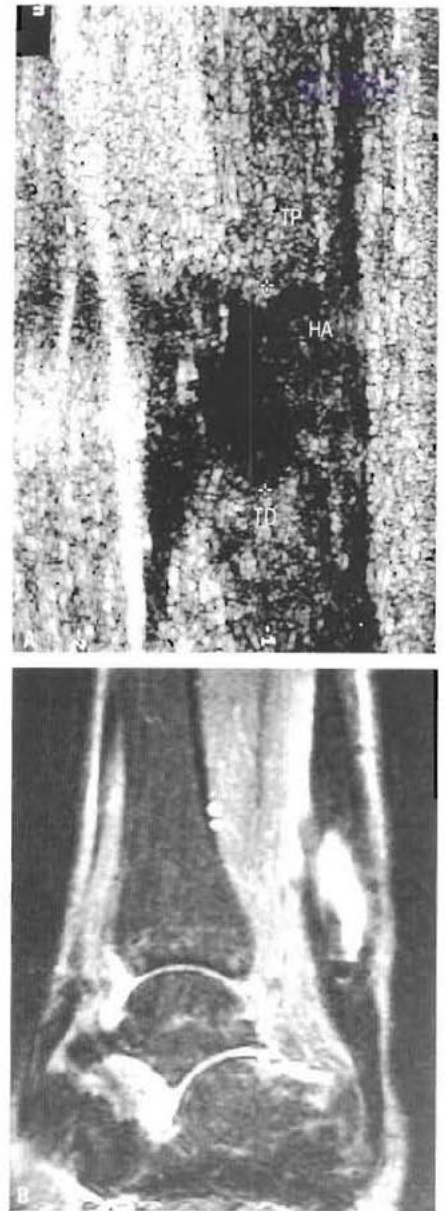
Rupture du tendon d'Achille. (A) Échographie. Le tendon normal est hyperéchogène (blanc), tandis que la solution de continuité, remplie de sang, est anéchogène (noir). Avec l'aimable autorisation du Dr P. O'Donnell. (B) Coupe sagittale de la cheville en IRM avec suppression de graisse, montrant le tibia et les os de l'arrière-pied. Le tendon d'Achille est épaissi, et comporte à sa partie centrale des lésions kystiques et dégénératives importantes. L'examen montre bien la nature liquidienne du kyste (signal intense) au sein du tendon épaissi (signal faible). TP = extrémité proximale du tendon, HA = hématome aigu ; TD = extrémité distale du tendon.
